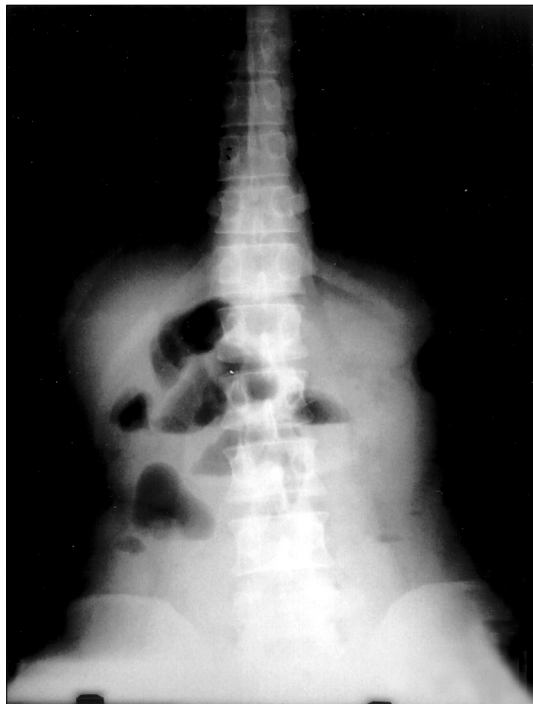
Erect abdominal X-ray showed multiple air-fluid level at right side abdomen.
